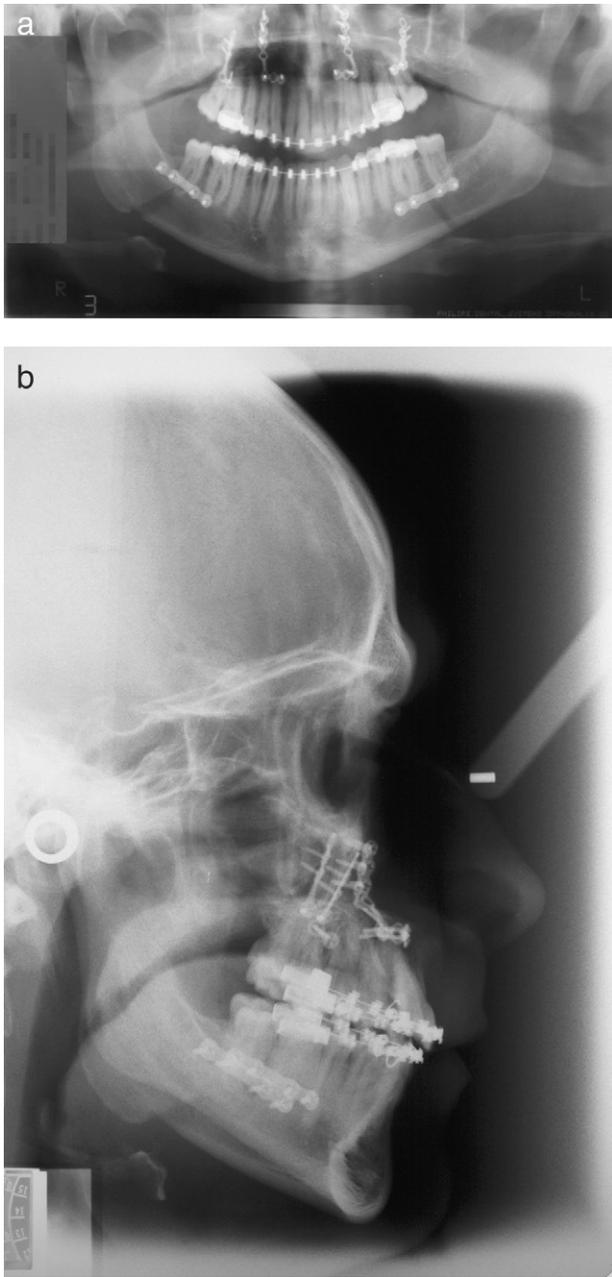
Caso 2: Radiología postoperatoria (ortopantomografía).
